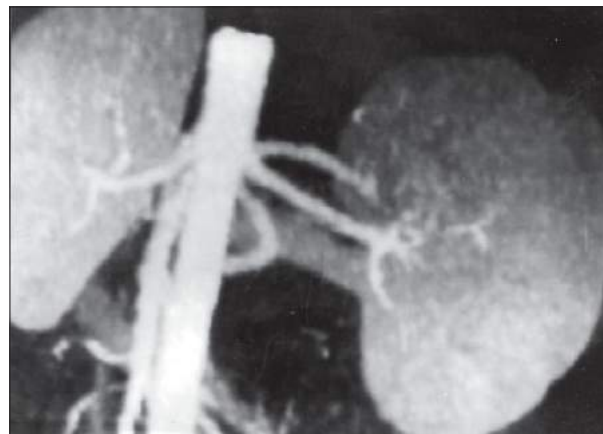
TC espiral com a técnica de MIP (maximum intensity projection), obtida em posição oblíqua anterior esquerda demonstrando o aspecto normal da artéria renal esquerda.
